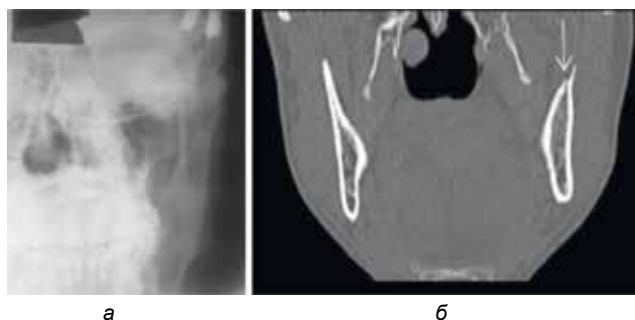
Рентгенограмма (а) и КТ-грамма (б) в коронарной проекции с неполным переломом в области суставного отростка челюсти слева. На рентгенограмме данных за травматические изменения нижней челюсти не выявлено. На МСКТ выявлен неполный перелом суставного отростка нижней челюсти слева.
